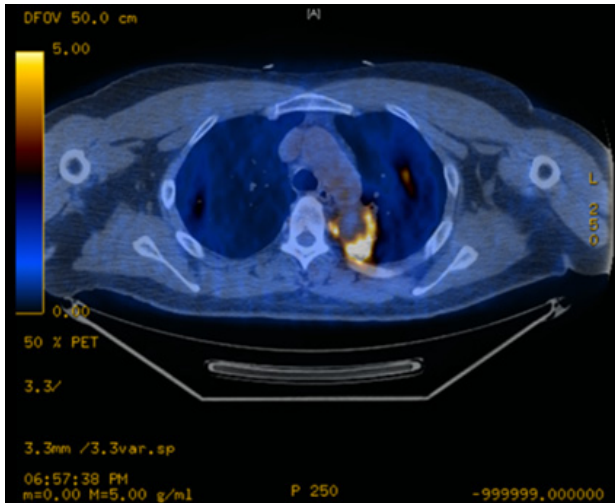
PET-CT showed a hypermetabolic soft tissue density lesion surrounding the proximal descending thoracic aorta involving the left upper lobe posterior segment of the lung (maximum standardized uptake value = 11.3). PET, positron emission tomography; CT, computed tomography.
